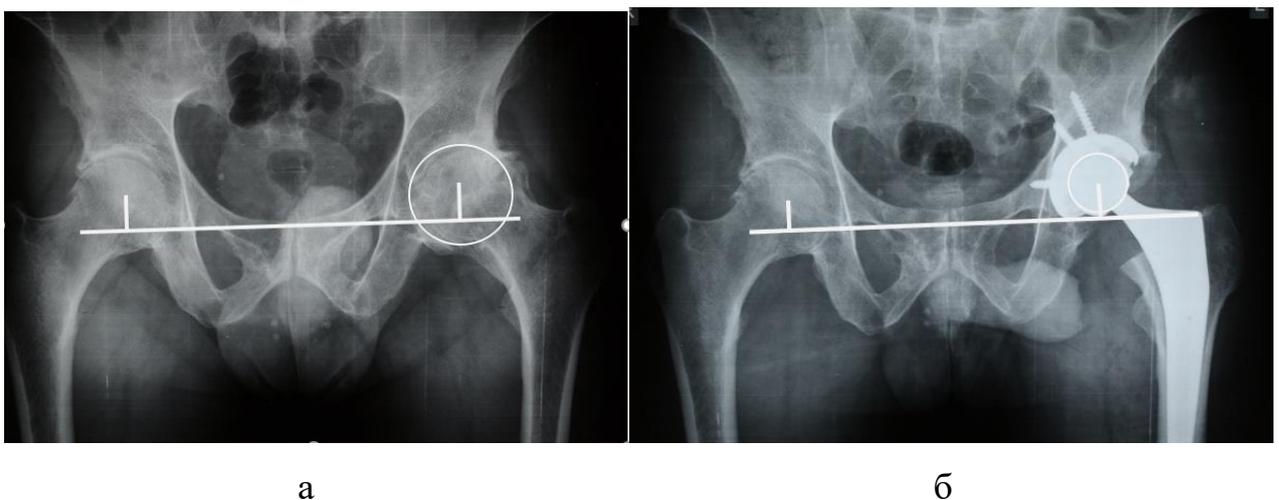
Определение центра ротации на рентгенограммах: а – до операции;
